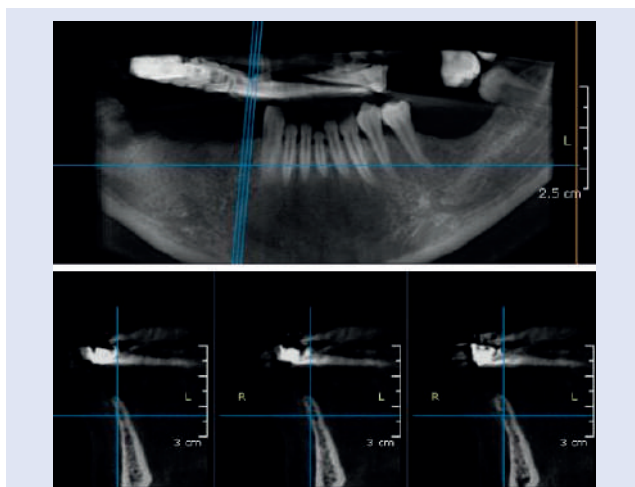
Cone Beam mandibolare in sede 44. Si noti lo spessore estremamente sottile della cresta ossea per tutta la sua altezza da crestale a basale
